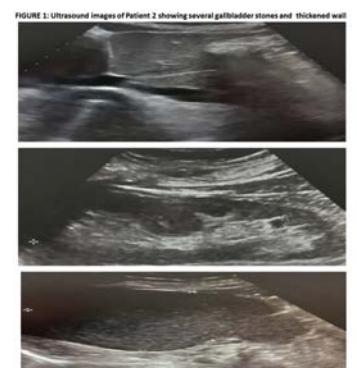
Ultrasound images of Patient 2 showing several gallbladder stones and thickened wall
